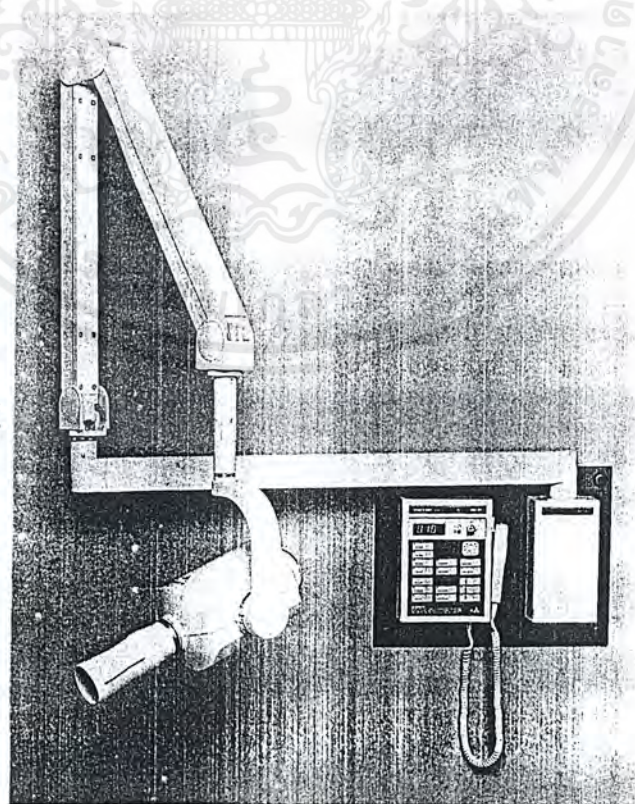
Intraoral X-ray unit. (Courtesy Philips Dental
